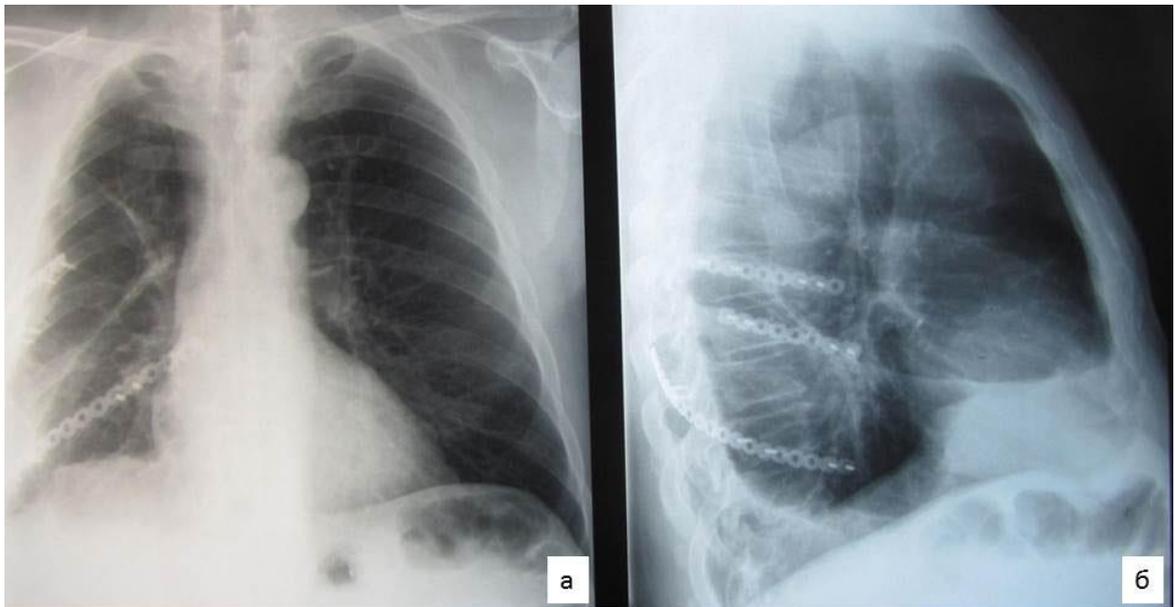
Рентгенограмма грудной клетки (а - прямая проекция; б - правая боковая проекции) пациента Д., 52 лет, история болезни № 43872121. Состояние после остеосинтеза VI, VII, IX ребер справа.
